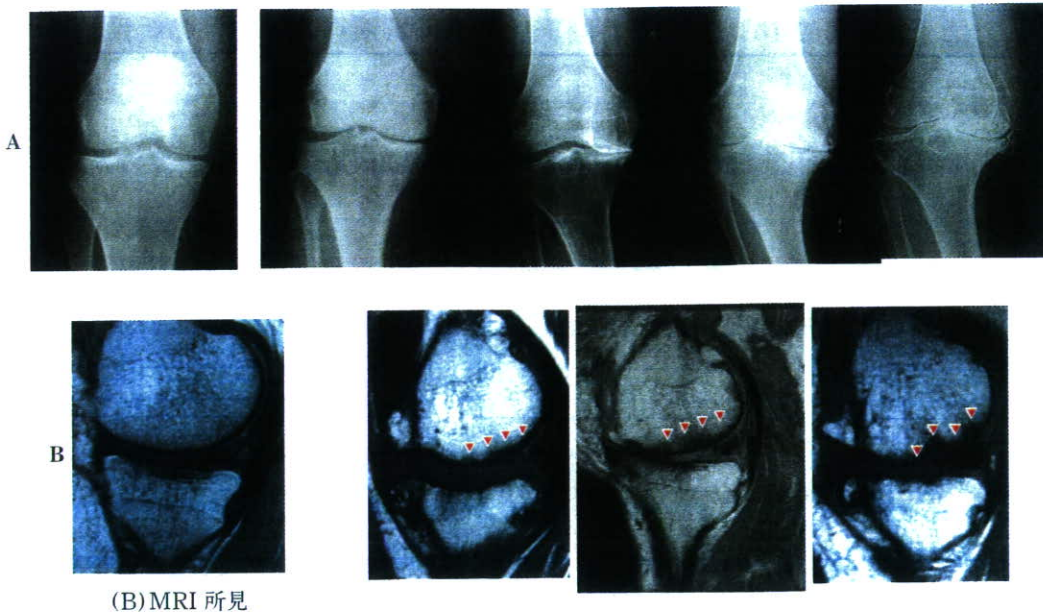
進行した OA の MRI で見られる軟骨下骨領域の変化. 上段(A : X 線所見)は右に行くに従い X 線グレードが上がっている. これに応じて, 下段(B : MRI 所見)においても, 右に行くに従い X 線グレードの高い症例の内側コンパートメントの矢状断像を示しているが, 矢頭で示すように大腿骨内側顆の輪郭に不整な像が出現してくることがわかる.
